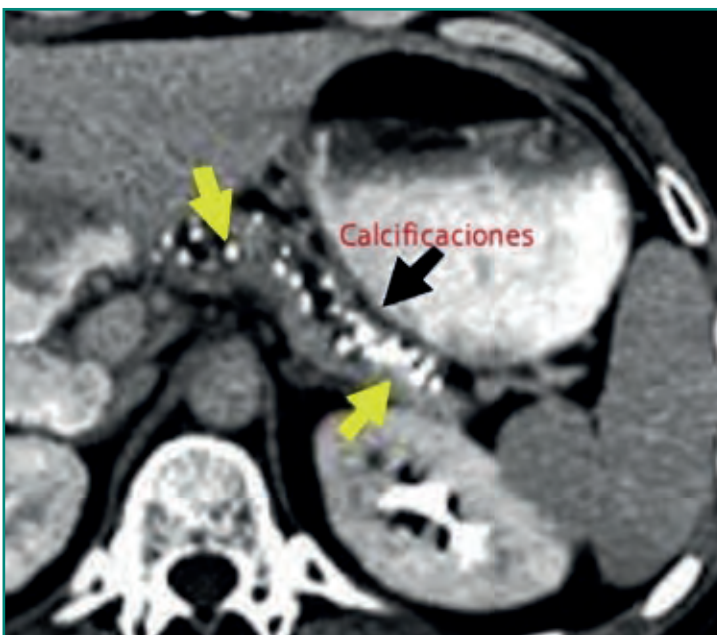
TC en la que se observa un páncreas con dilatación del Wirsung y calcificaciones parenquimatosas compatible con una pancreatitis crónica.
